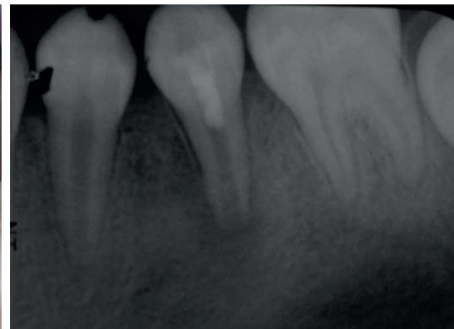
Una radiografía periapical que muestra una barrera intracanal de MTA, colocado sobre el coágulo sanguíneo. El diente fue restaurado con ionómero de vidrio y resina compuesta.
